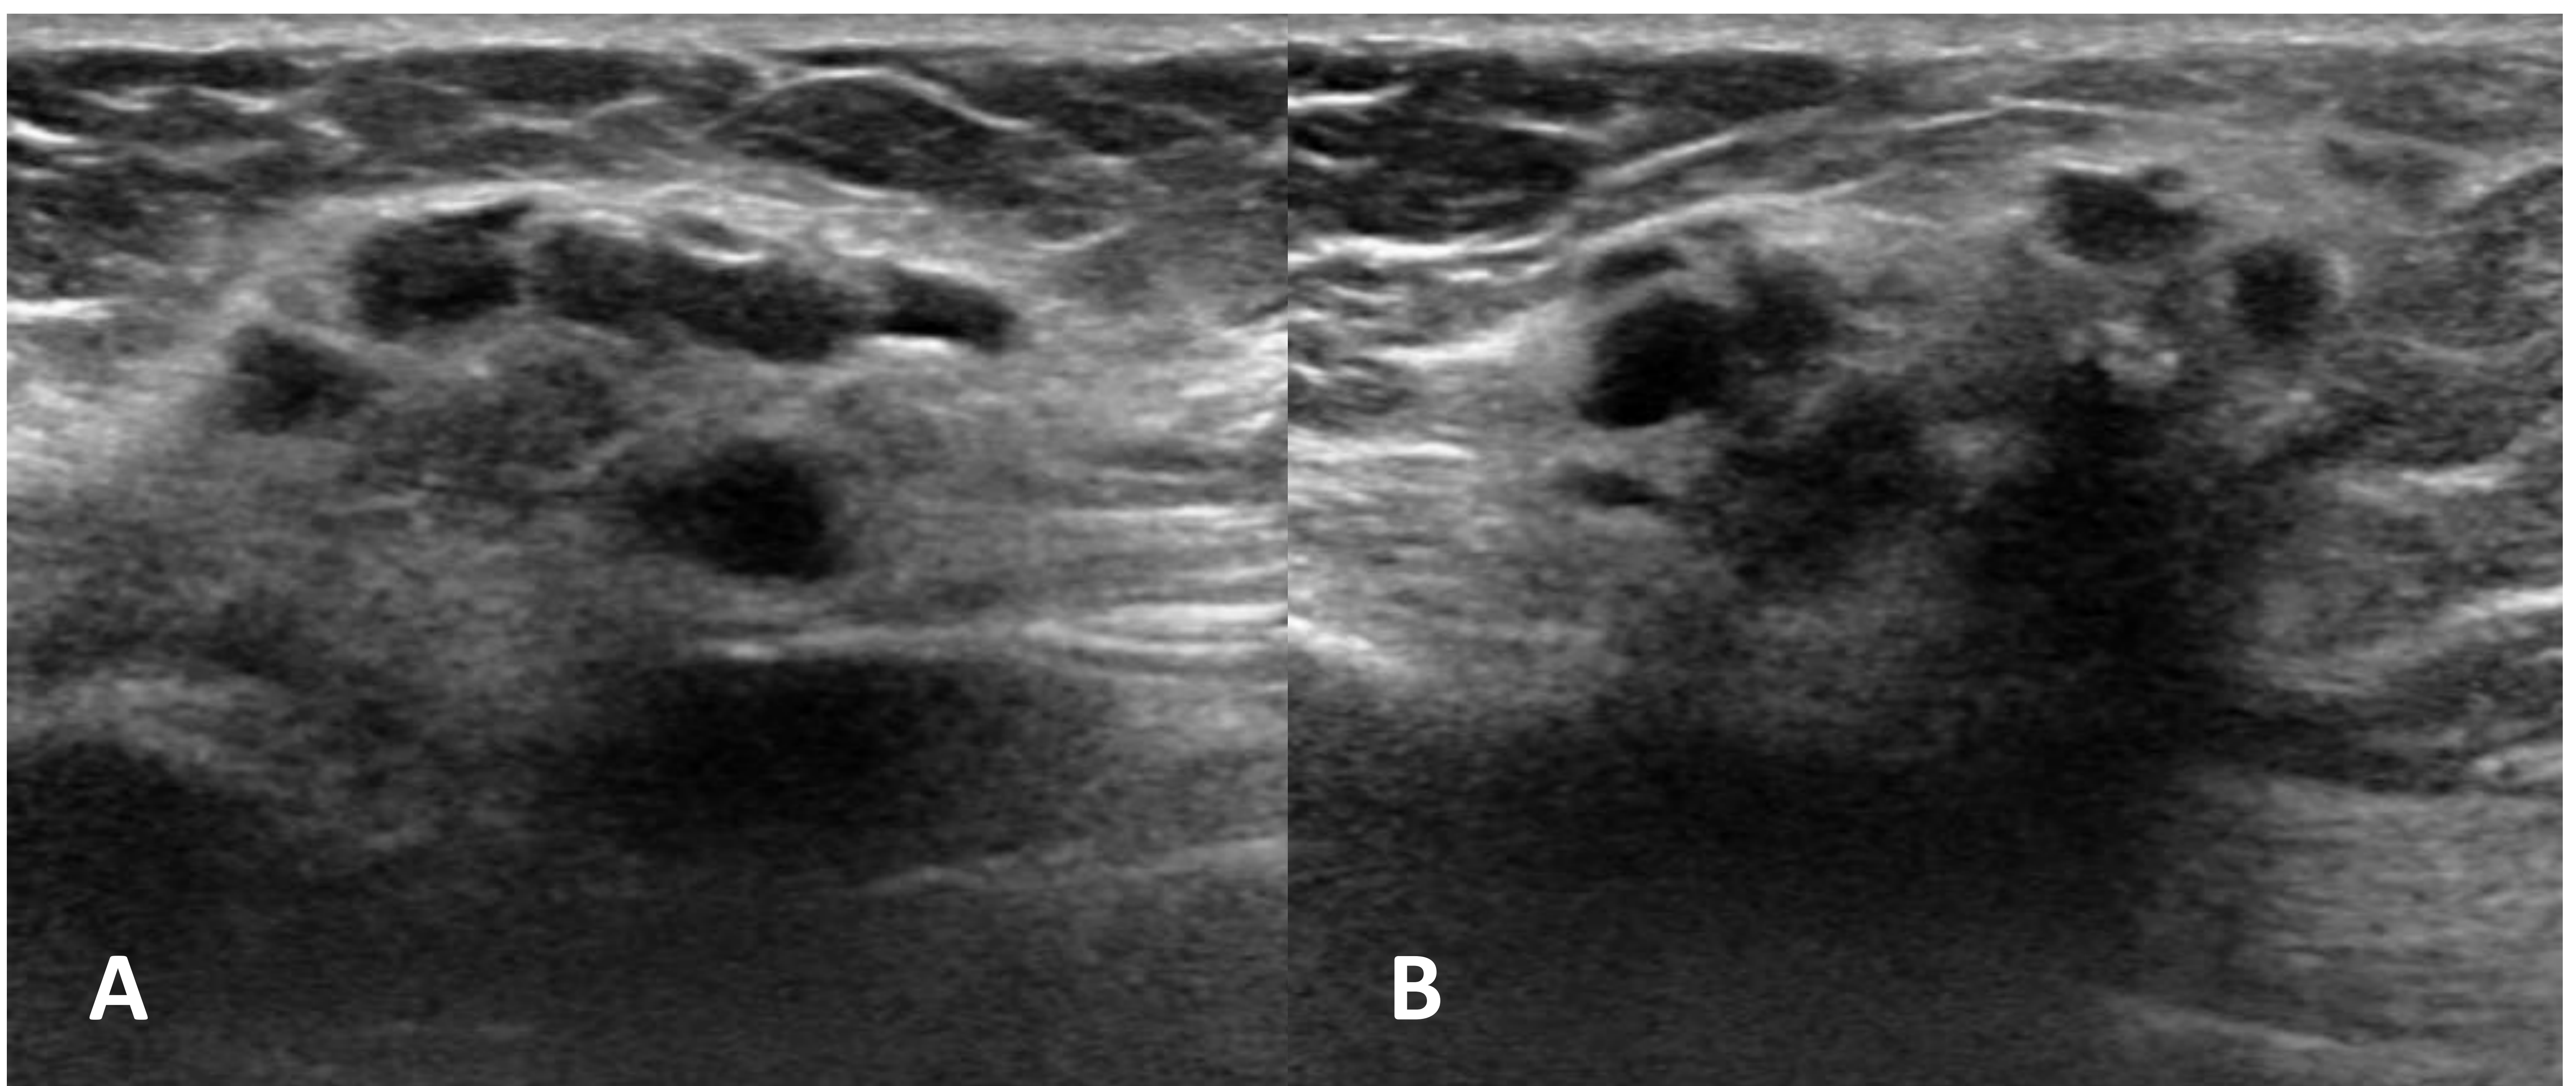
Ecografía mamaria: hiperecogenicidad inhomogénea del tejido graso y formaciones quísticas dispuestas en racimo (simples y otras con ecos de bajo nivel en su luz) y algún foco hiperecogénico sugestivo de calcificación, en relación con área de necrosis grasa.
